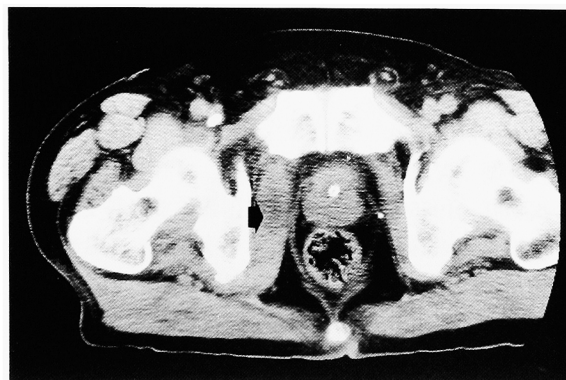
Pelvic CT scan. Arrow shows rhabdomyolysis.
